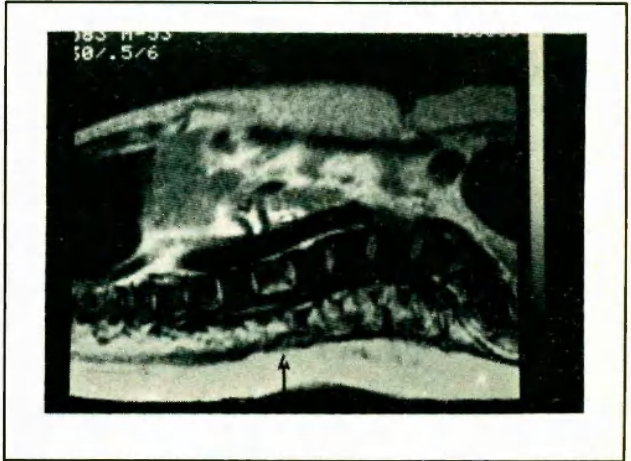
RMN. Corte sagital. Metástasis única en cuerpo vertebral (flecha).
